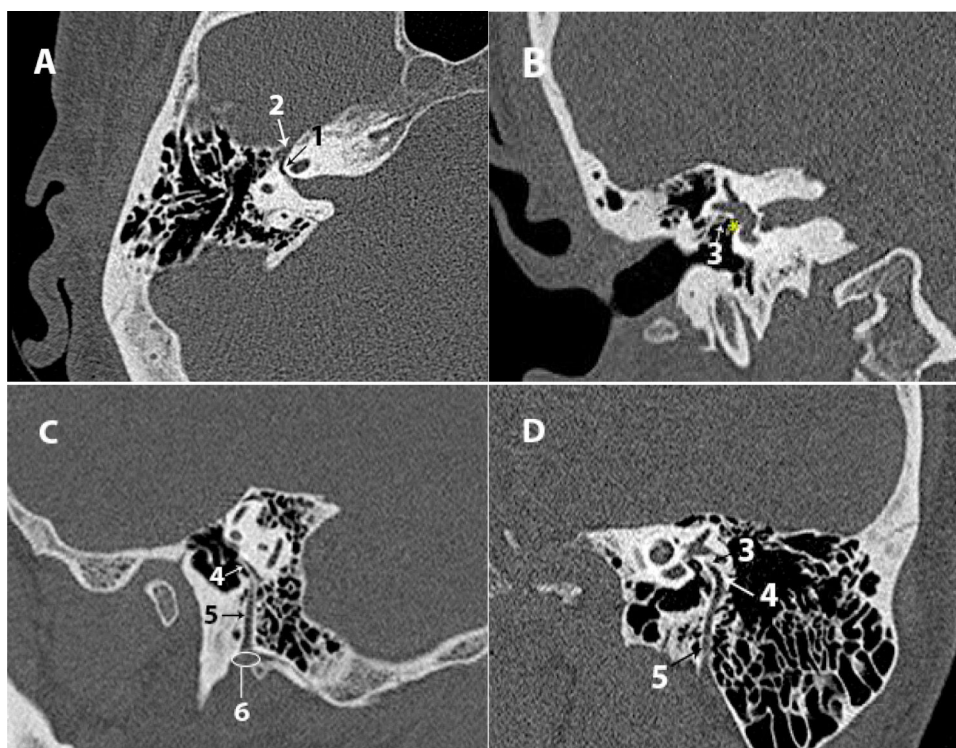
Nervio facial: A) TC axial de la porción laberíntica. B) TC coronal de la porción timpánica. C) TC sagital de la porción mastoidea. D) TC de Stenvers de la porción timpánica y mastoidea.
